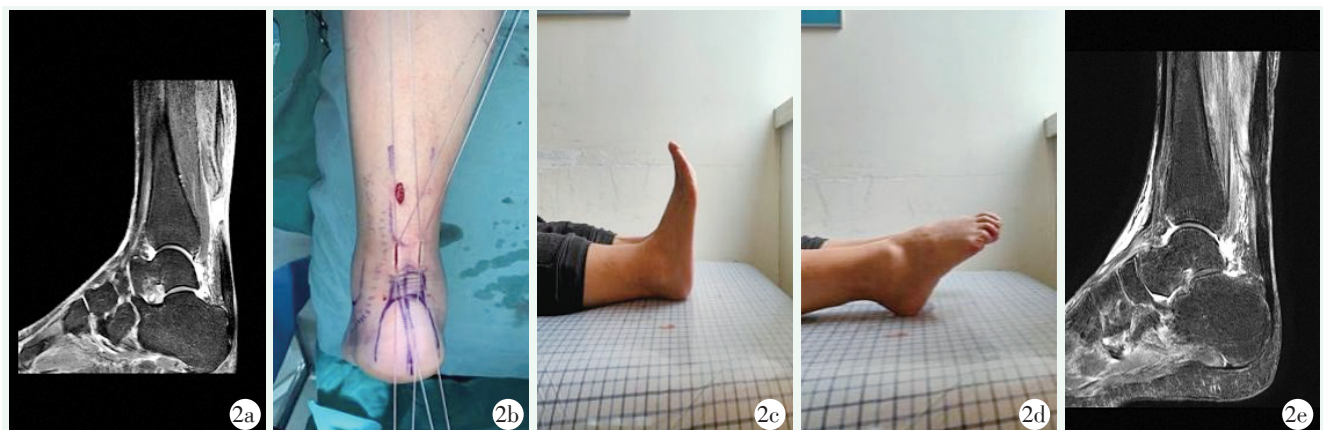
患者，女，52 岁，羽毛球运动伤致右足跟腱急性断裂，行 3 孔回形修复。2a: 术前 MRI 影像显示跟腱连续性中断；2b: 3 孔回形缝合合法缝合完毕，正在调节跟腱张力；2c: 术后 33 d 门诊随访，见踝关节背伸达中立位；2d: 术后 33 d 门诊随访，见踝关节跖屈活动良好；2e: 术后 2 个月 MRI 示跟腱延续性良好。
